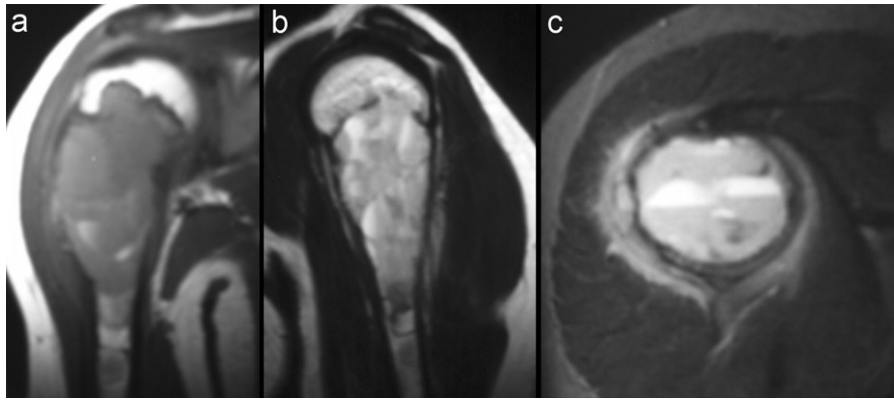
RM. A) T1 en plano coronal. B) T2 STIR en plano sagital. C) T2 STIR en plano axial. Lesión metafiso-diafisaria con niveles líquido-líquido en su interior y pequeño componente de partes blandas, hiperintenso, que rodea circunferencialmente al húmero.
